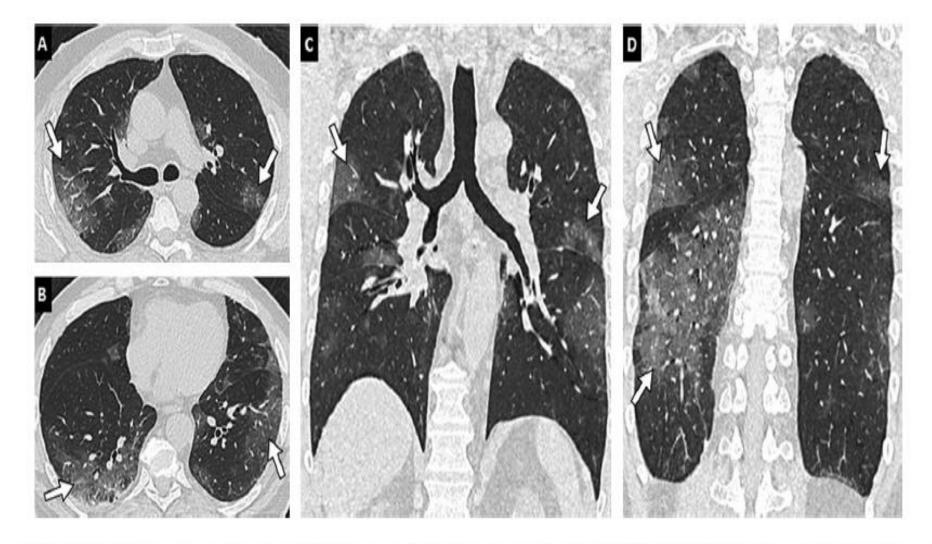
64-year-old man with COVID-19 pneumonia. Unenhanced CT images of the chest (lung window: W1600/L-500 HU) in the axial (A, B) and coronal (C, D) planes reveal bilateral multifocal ground-glass opacities (arrows) predominantly located in the peripheral and posterior part of the lungs.
